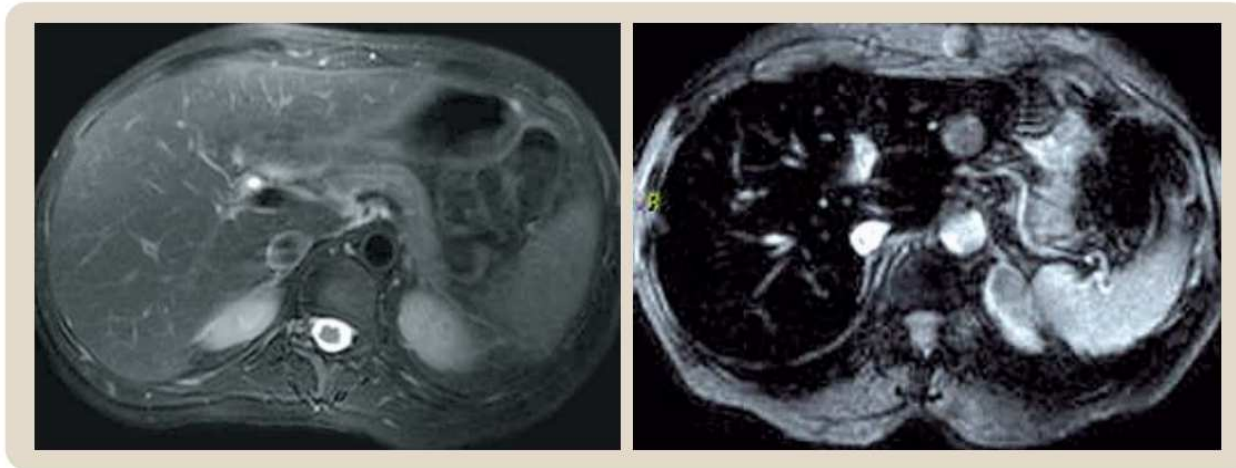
Photo d'IRM hépatique. À gauche : normale. À droite : surcharge martiale (le foie apparaît noir) [22].
